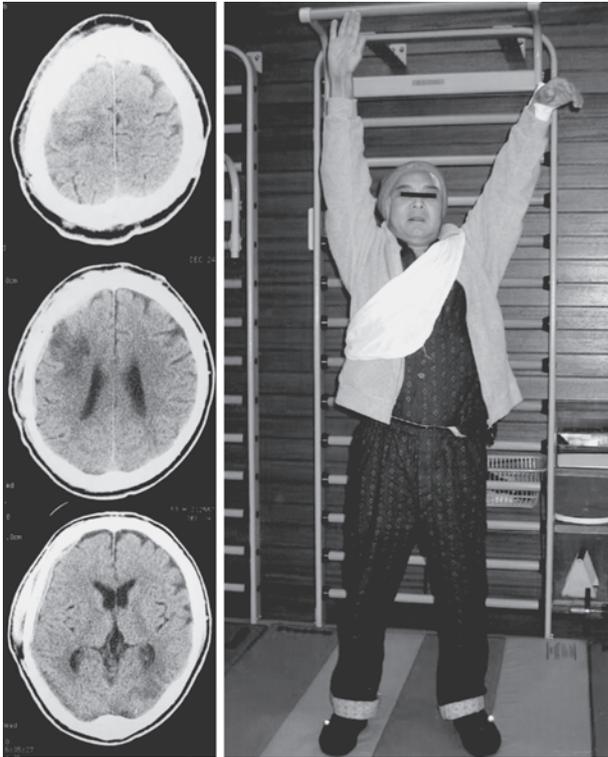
退院時CTと左上肢遠位部の麻痺が残存している。
